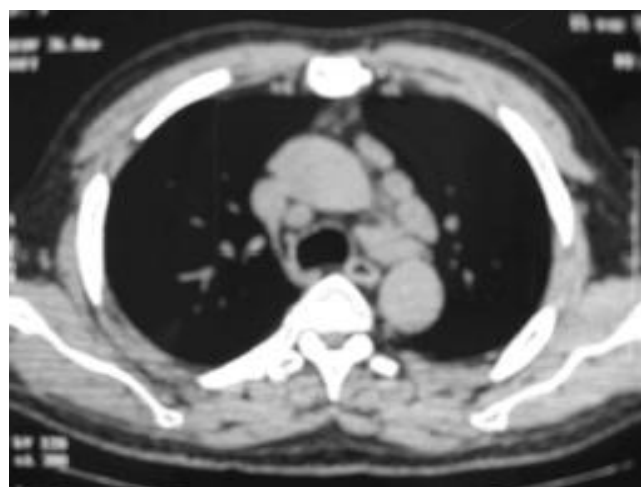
TAC de tórax de alta resolución evidenciando la presencia de adenopatías mediastinales.
